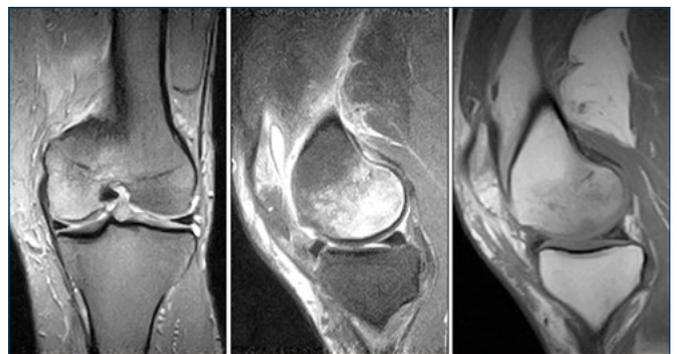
RM basale a basso campo, che evidenzia un esteso edema a livello del CFM.
